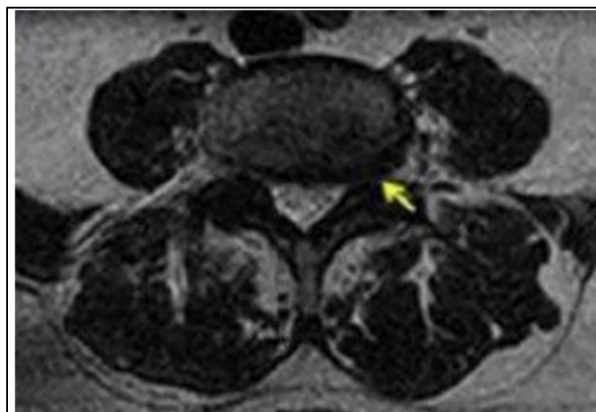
RM columna secuencia potenciada en T2, plano axial
